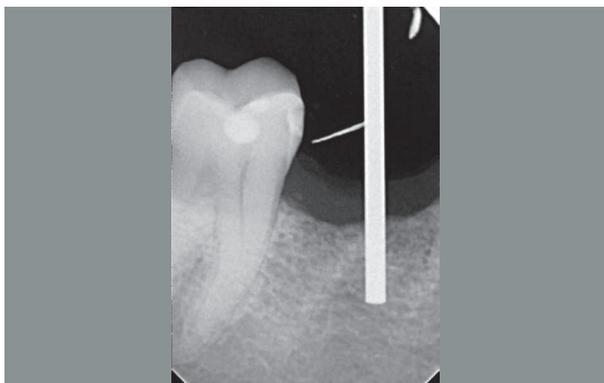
Radiografia al momento della chirurgia implantare con pin di centratura per il corretto inserimento protesico dell'impianto
